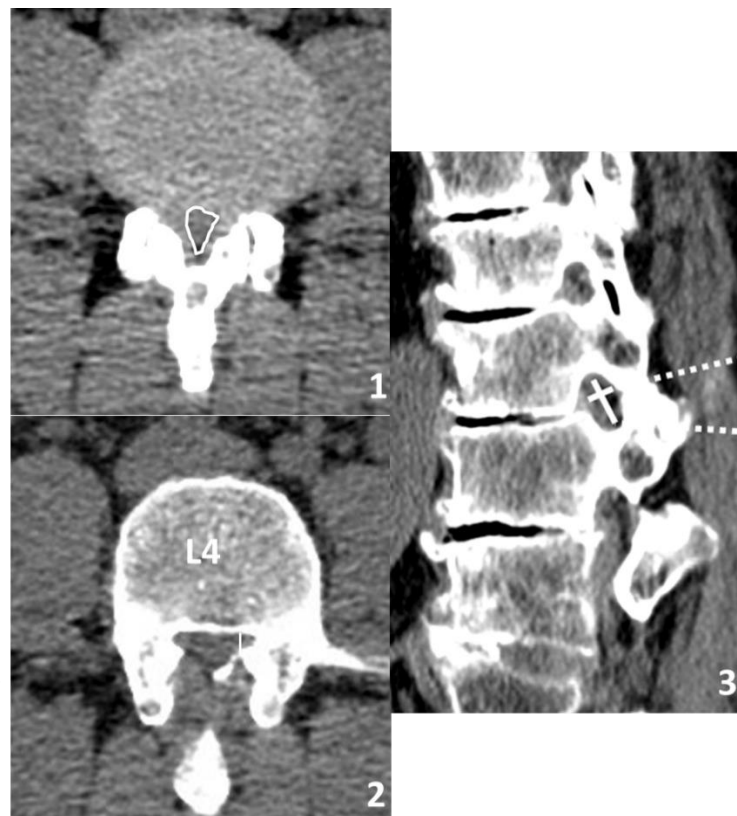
stenosis measurements on CT scan images using multiplanar reconstructions, central canal stenosis on axial view (1), lateral recess stenosis on axial view (2), foraminal stenosis on sagittal view (3).
